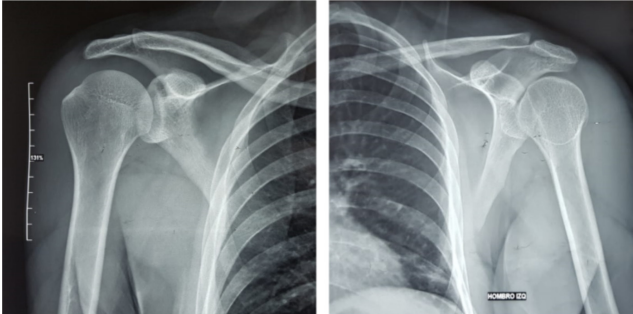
Radiografías comparativas en una vista anteroposterior del hombro derecho normal y el izquierdo luxado.
